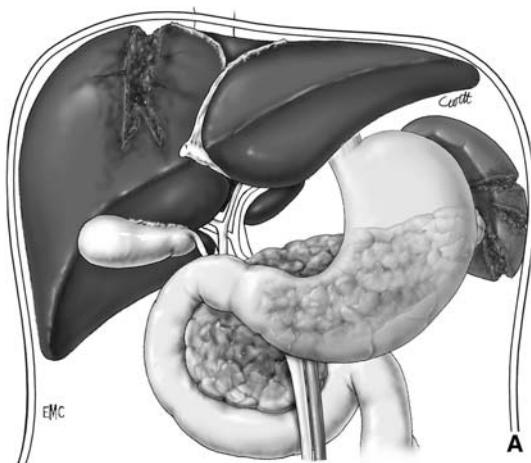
Lesiones múltiples en un paciente operado de urgencia por hemoperitoneo agudo secundario a contusión abdominal. Lesiones identificadas: rotura del bazo; lesión grave del hígado con hemorragia activa; contusión del cuerpo y la cabeza del páncreas con hemorragia moderada; criterios típicos para la indicación de laparotomía limitada (se han transfundido ya más de 5 bolsas, hipotermia de 33 °C, hemorragias profusas). B. Tratamiento inmediato con abertura abdominal. 1. Esplenectomía de hemostasia y taponamiento del lecho esplénico. 2. Taponamiento perihepático (TPH) del lado derecho del hígado. 3. TPH izquierdo, apoyado en el taponamiento gástrico y de la trascavidad de los epiplones. 4. Taponamiento de la trascavidad de los epiplones. 5. Taponamiento con apoyo externo y posterior del bloque duodenopancreático. 6. Taponamiento frontal de la cabeza del páncreas. Cierre parietal simplificado: cierre cutáneo simple o con orificio de laparostomía. Según la actividad hemorrágica, traslado para arteriografía ± embolización arterial o a reanimación para recalentamiento, reposición, tomografía computarizada o RM ± wirsungrafia retrógrada. Si es posible, reintervención programada después de 1 o 2 días.
